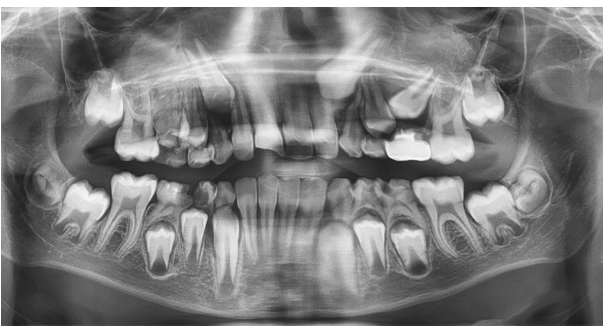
Imagen de una radiografía panorámica. Se observa una zona radiolúcida entre el segundo molar primario en el maxilar izquierdo y el segundo premolar no erupcionado.
